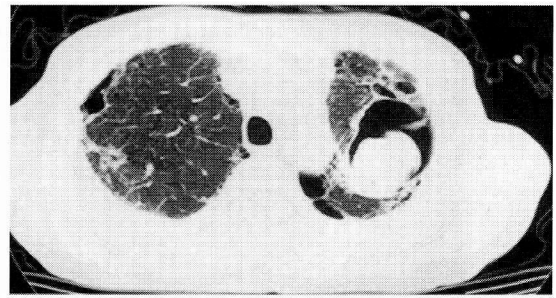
Chest CT scan of pulmonary aspergilloma
